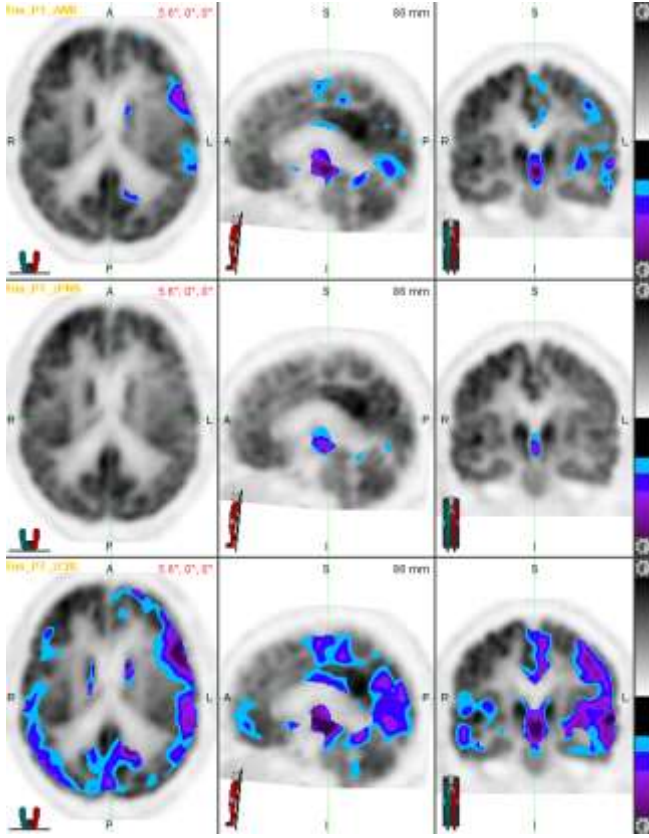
Olgu2' ye ait tTMU öncesi PET görüntüsü
